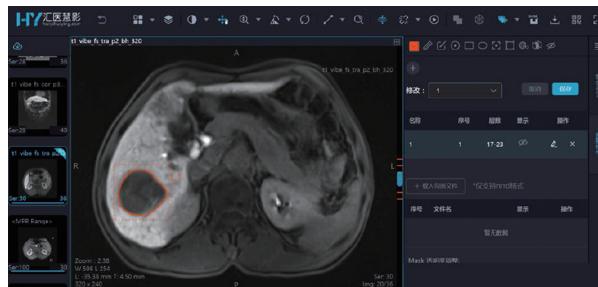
多模态MRI影像图像进行预处理选择感兴趣区
